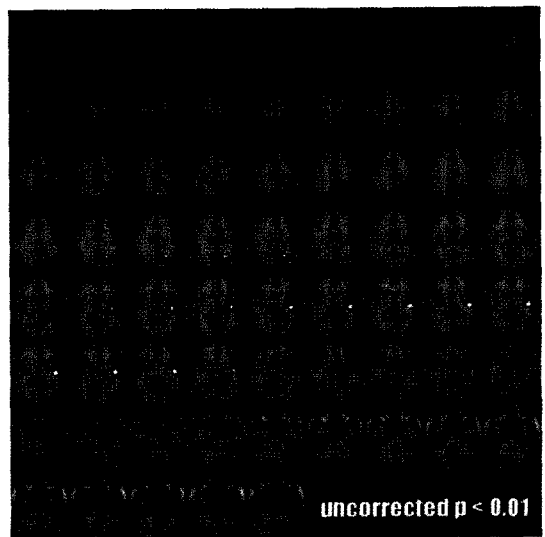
Comparison of cerebral blood flow between pre- and post-operative acetazolamide SPECT. Regions of improved acetazolamide stressed blood flow is shown in the left frontal, the parietal, and the temporal lobes with exception of the occipital lobe.
